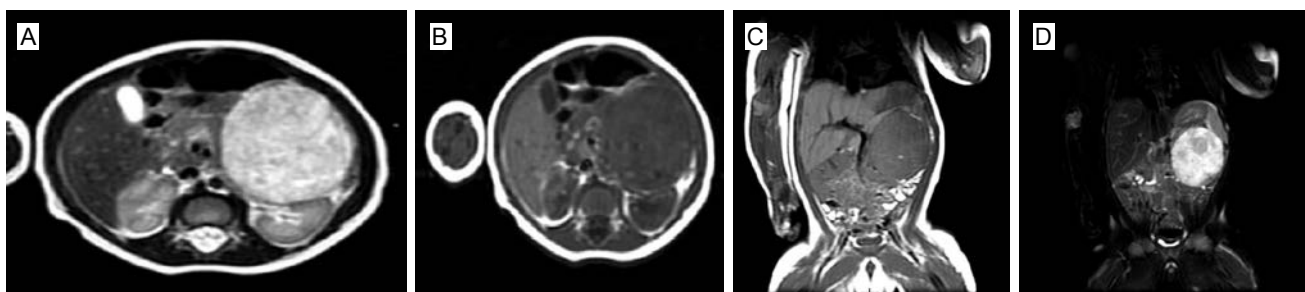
Resonancia magnética: tumor en hipocondrio izquierdo (5.7 x 5.8 x 6.3cm), redondeado, de bordes bien definidos, hipointenso en T1 (a) y (c) e hiperintenso en T2 (b). Después de la administración de contraste captación heterogénea con algunas áreas hipointensas relacionadas probablemente con necrosis; desplazamiento posterior al riñón sin involucrarlo (d).
